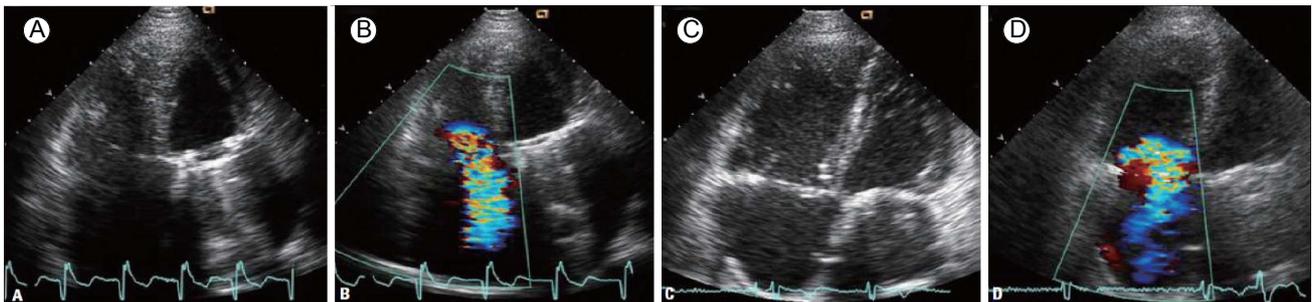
Echocardiographic pre- and postoperative findings of a patient with severe tricuspid regurgitation. Severe tricuspid regurgitation (TR) was observed via preoperative two-dimensional (A) and Doppler (B) echocardiography. Even after tricuspid annuloplasty with an annular ring, severe TR remained (C and D). Reprinted, with permission, from J Cardiovasc Ultrasound 2013;21:1-9.
